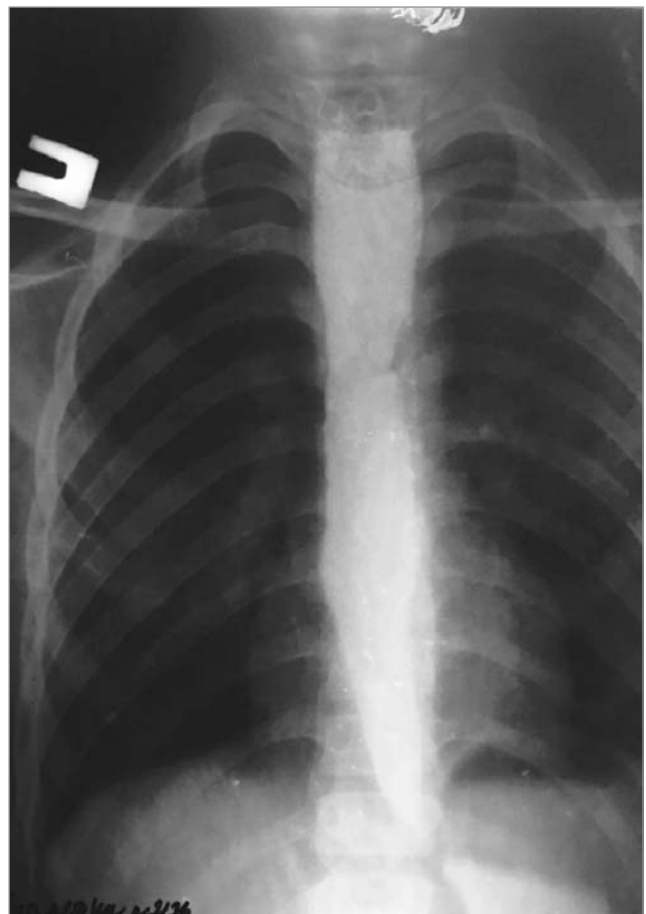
Рентгенографія стравоходу, пряма проекція. Ахалазія стравоходу
